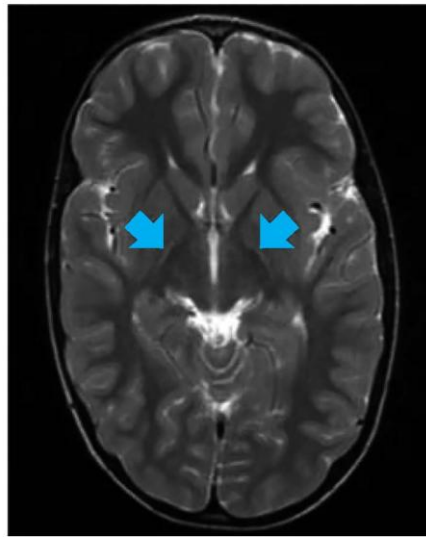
年長児の早産児ビリルビン脳症の頭部MRI所見
